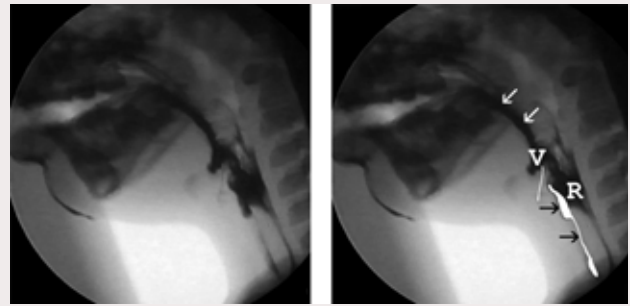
Videoradiografisk undersökning av sväljningsfunktion i sidoprojektion. Läckage av bolus från munhålan in i svalget (vita pilar) och larynx utan att sväljningsreflexen utlöses. Aspiration ses med kontrast (svarta pilar) i larynx (struphuvudet) och trachea (luftstrupen) nedanför stämbandsnivå. Vidare ses residual i valleculae (V) och sinus piriformis (R) som följd av att sväljningen är dyskoordinerad. Luftvägen är öppen eftersom sväljningsreflexen inte utlösts.
